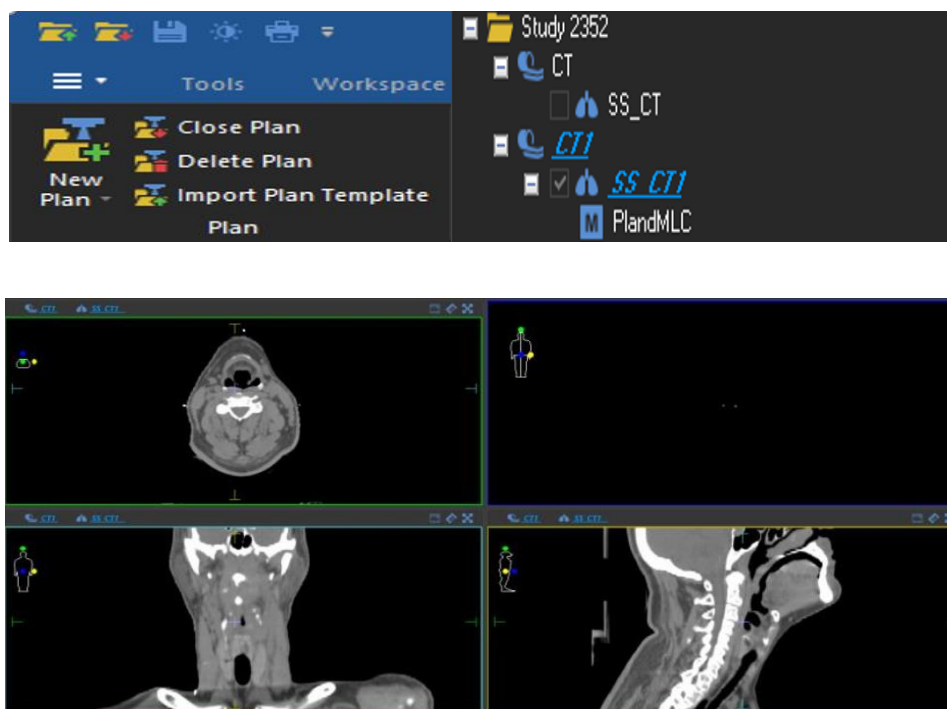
3 : Importer les images CT et ajouter un nouveau Plan.
